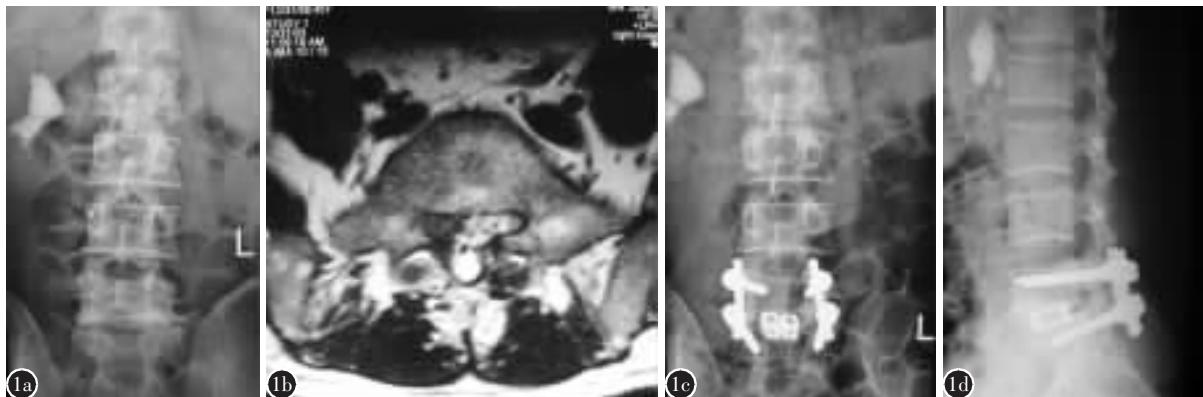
a 再次手术前正位 X 线片示 S1 椎板已切除 b 再次手术前 MRI 示 L5/S1 间盘右侧复发性突出 c、d 再次后路 L5/S1 减压, 间盘切除, 椎体间融合术后 14 个月 X 线片示内固定位置良好, 椎体间有融合征象
